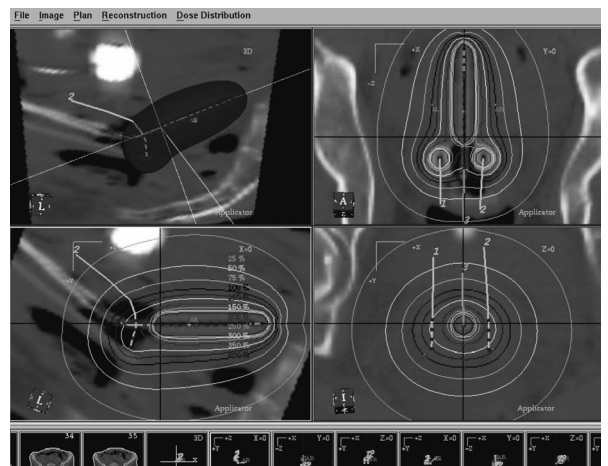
CTを用いた画像誘導腔内照射 (Image guided brachytherapy : IGBT)
